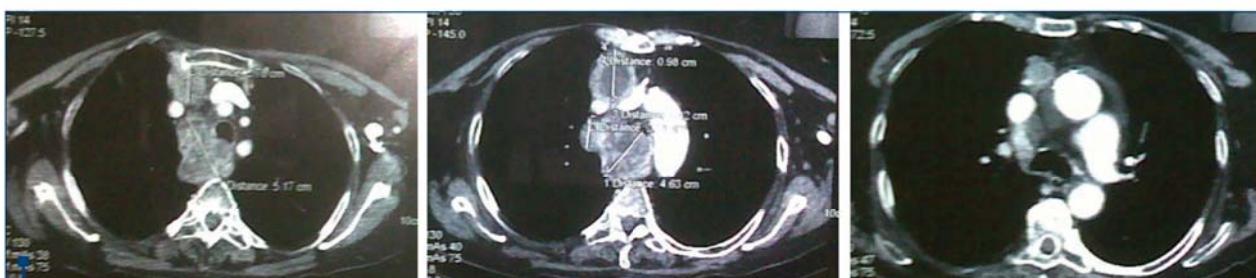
Examen computer tomograf – adenopatii mediastinale (arhivă personală)
